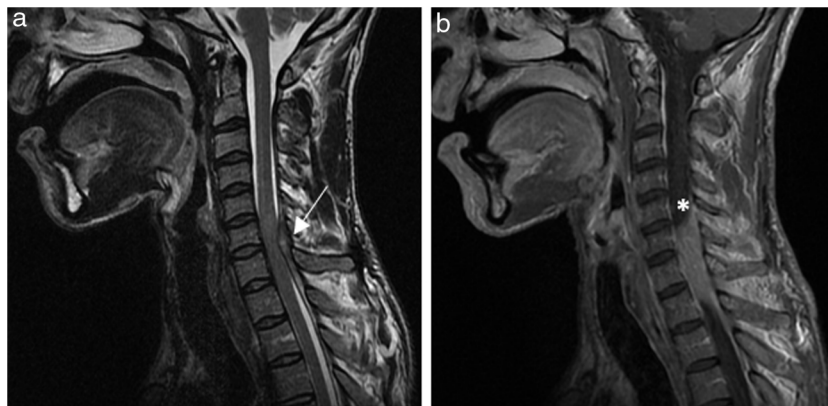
Imágenes de resonancia nuclear magnética (RNM). a) Imagen sagital ponderada en T2 de RMN cervical que demuestra la presencia de absceso epidural a nivel de C6-C7-T1 con ocupación del canal medular y cambio de señal medular compatible con mielopatía compresiva asociada (←). b) Imagen sagital ponderada en T1 de RMN cervical donde se aprecia la colección epidural posterolateral izquierda (*) con obliteración del espacio subaracnoideo a ese nivel.
